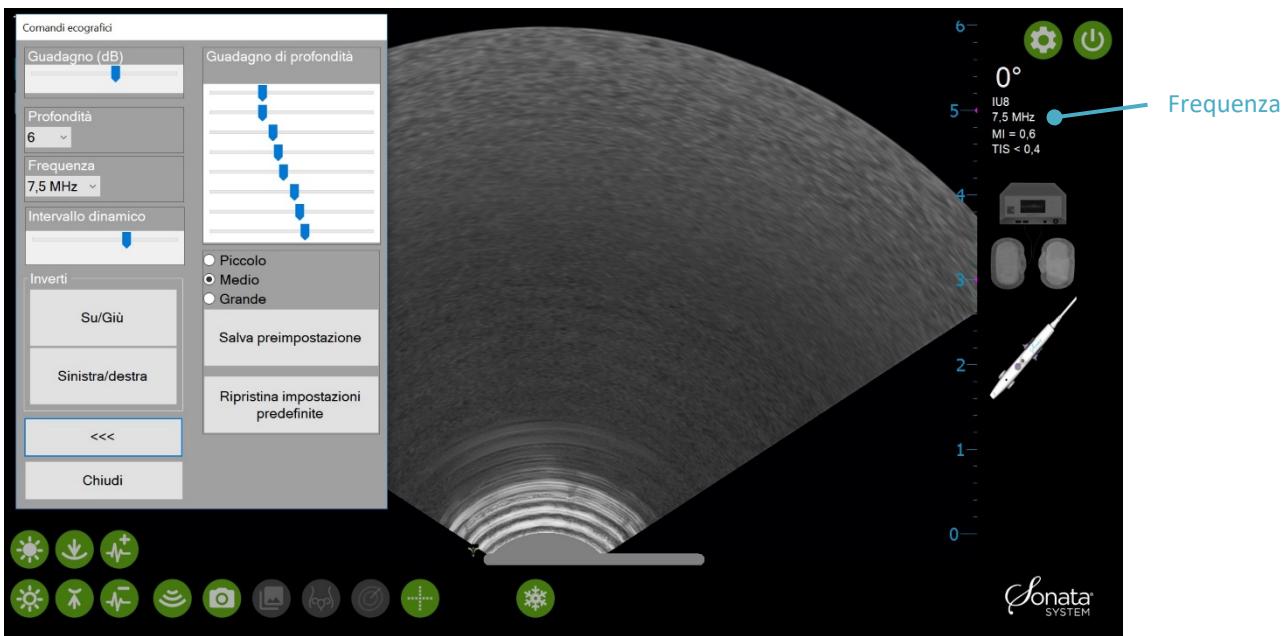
Finestra dei comandi ecografici per i singoli parametri, in cui modificare le immagini ecografiche
